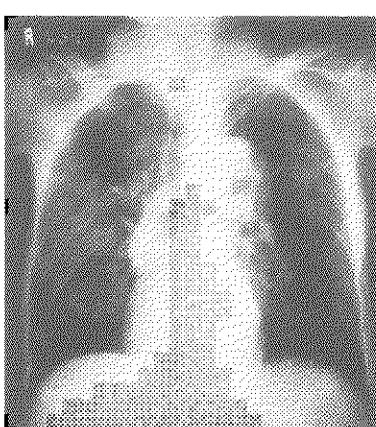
嘔下性嘔炎の胸部X線写真(79歳、男性)
